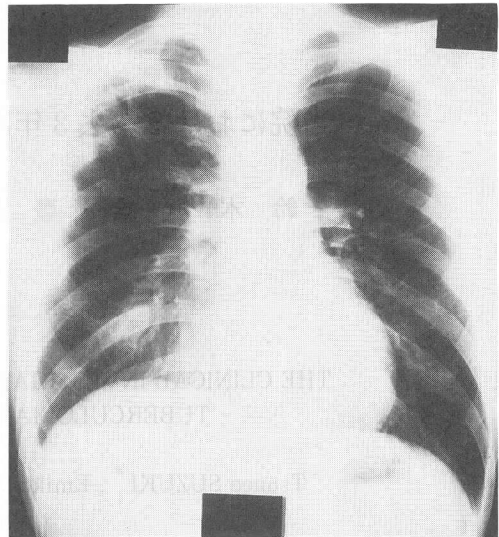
加療2カ月後の胸部X線。右上肺野から中肺野に多数の腫瘤状陰影を認める。
